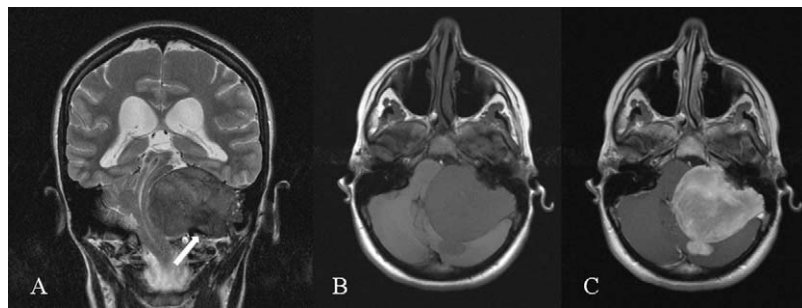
Resonancia magnética. Se constata con mayor claridad tanto la localización extraparenquimatosa de la lesión tumoral infratentorial lateral izquierda como el grado de distorsión y compresión del tronco cerebral y del hemisferio izquierdo. La lesión tumoral es hipointensa en T2 e isointensa en T1 con respecto a la señal normal de la corteza cerebral y se realza intensa y homogéneamente con gadolinio. Nótese la ocupación del agujero rasgado posterior (flecha). A) Imagen coronal en secuencias potenciadas en T2. B) Imagen axial en T1. C) Imagen en T1 con gadolinio.
